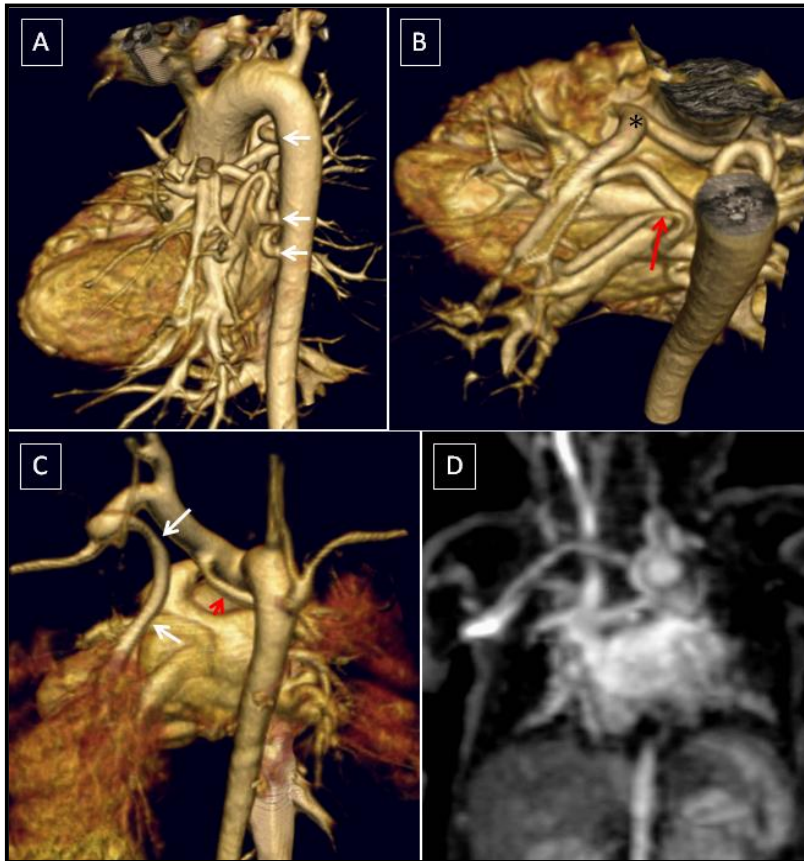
Atresia pulmonar con CIV (AP+CIV). A y B. Paciente de 13 días de vida diagnosticada de AP+CIV. Se realiza angio-TC para valoración de VI arco y presencia de colaterales (MAPCAS). En el estudio podemos comprobar la presencia de un VI arco confluyente (*), al menos 3 vasos colaterales tortuosos de diferentes calibres (flechas blancas) e incluso estenosis a lo largo de su recorrido (flecha roja). Podemos delimitar asimismo la zona anatómica que van a irrigar. C. Paciente de 18 meses con AP+CIV, arco aórtico derecho y escasas colaterales S-P. En este paciente la irrigación del pulmón izquierdo depende de una rama que se origina en la arteria subclavia izquierda (flechas blancas) y la del derecho de otra rama con origen en TBC (flecha roja). D. Estudio de angio-RM de paciente con AP+CIV y similar edad. Podemos ver la escasa delimitación de las ramas y la poca resolución espacial de esta técnica en esta patología.
